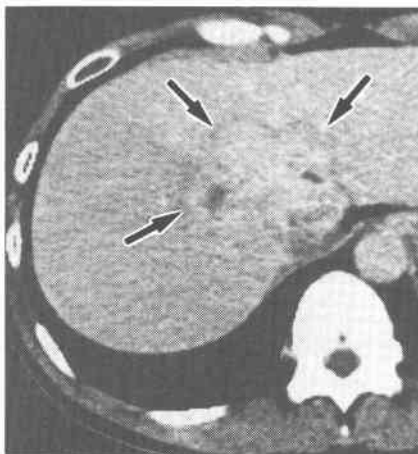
b: Rapid sequence CT 後期像。腫瘍辺縁に peripheral low density area (矢印)を認める。
